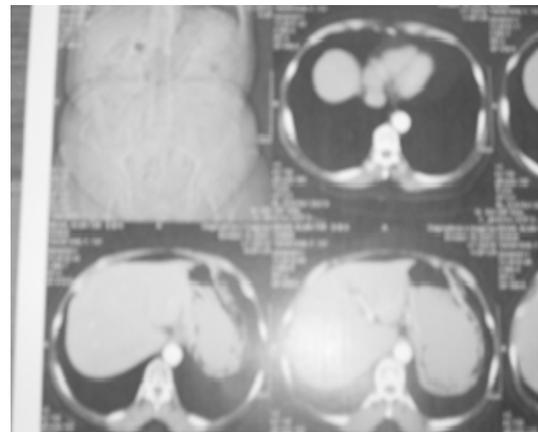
TAC abdomino-pélvico normal después de 36 meses de tratamiento con la vacuna (2011)
